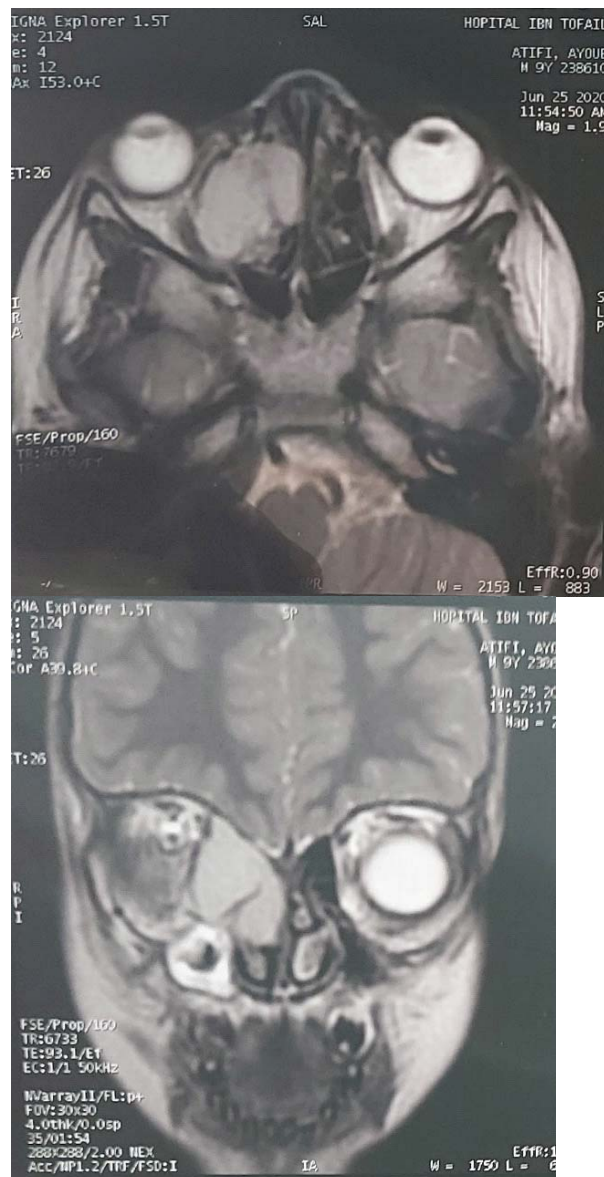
IRM faciale en coupe (B) coronale T2 et (A) axiale montrant une mucocèle éthmoïdo-nasale droite, comblement en isosignal T2 ethmoidal, avec extension orbitaire droite.
